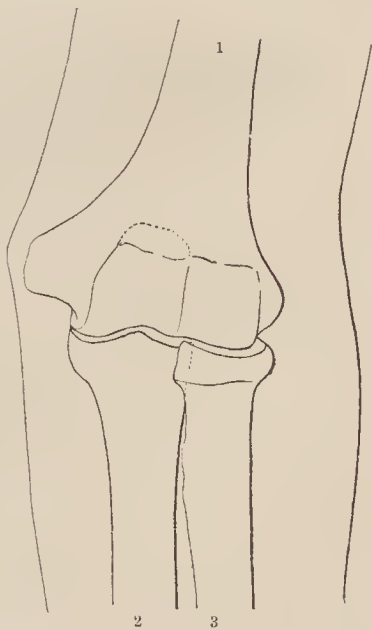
L'articolazione del gomito veduta dal davanti. Contorni tolti da una radiografia (da ROMITI, *Anatomia topografica*).
